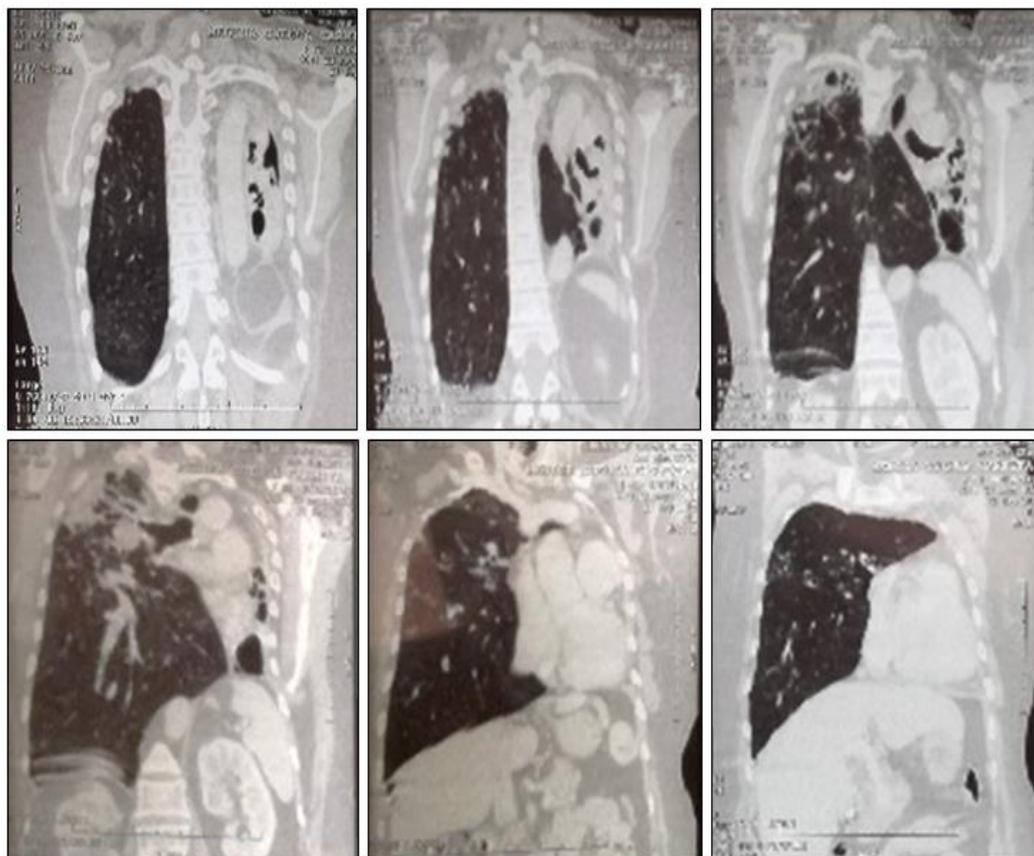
Tomografía de Tórax, corte coronal, ventana pulmonar. Fuente: Archivo de paciente.
